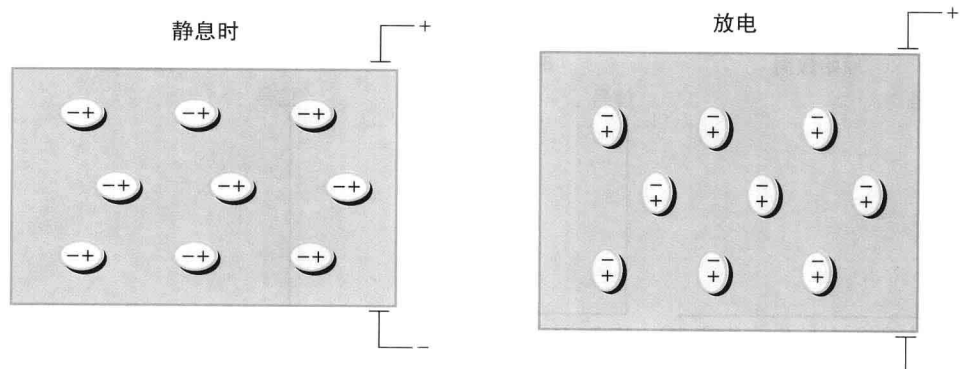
压电效应。对于某些晶体和陶瓷,在电信号存在时高度极化的分子发生振荡,产生超声波。类似的,当超声波作用于这样的晶体时,振荡的分子会以相同的频率产生电信号
